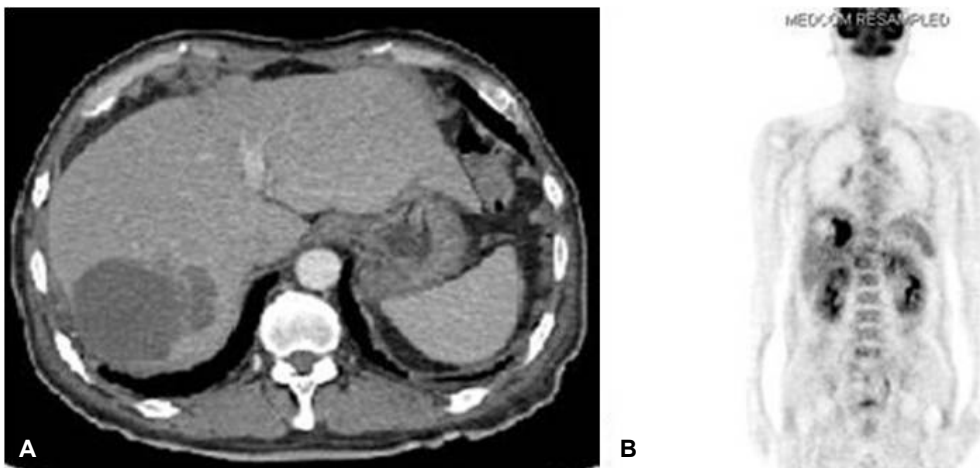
Abdominal CT scan shows a cystic mass with focal wall thickening in the liver (A). Positron emission tomography revealed increased FDG uptake in the liver, suggestive of a malignant mass (B).
